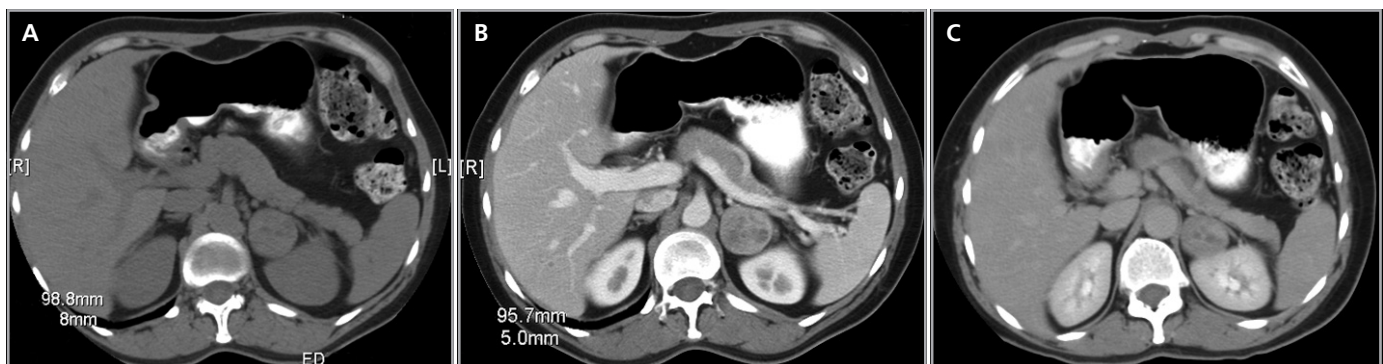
Feocromocitoma suprarrenal izquierdo. En cortes axiales de TC en fase no contrastada (a), portovenosa (b) y tardía (c) se demuestra una lesión redondeada, de márgenes bien definidos, con realce hipervascular y áreas quísticas centrales.
